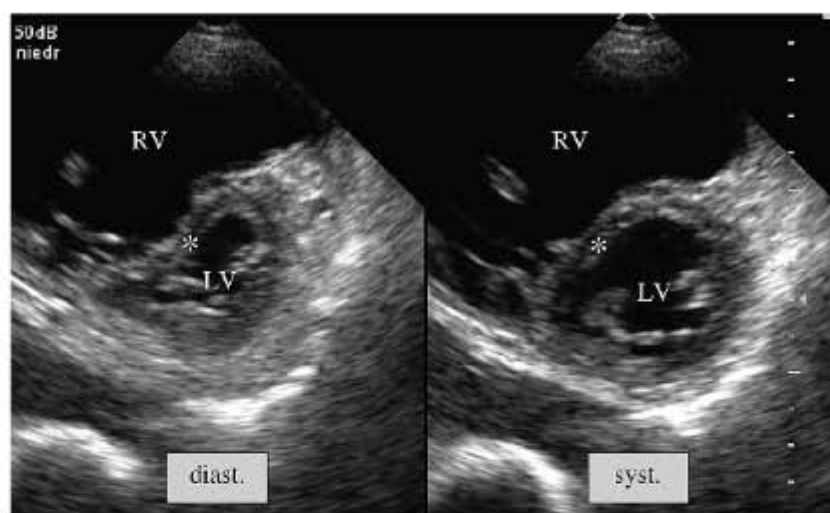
Transthorakales Echokardiogramm bei akuter Lungenembolie mit schwerer Rechtsherzbelastung. Parasternaler Kurzachsenschnitt in der Diastole (diast.) und Systole (syst.) (RV = rechter Ventrikel, LV = linker Ventrikel, * = Septum interventriculare)
